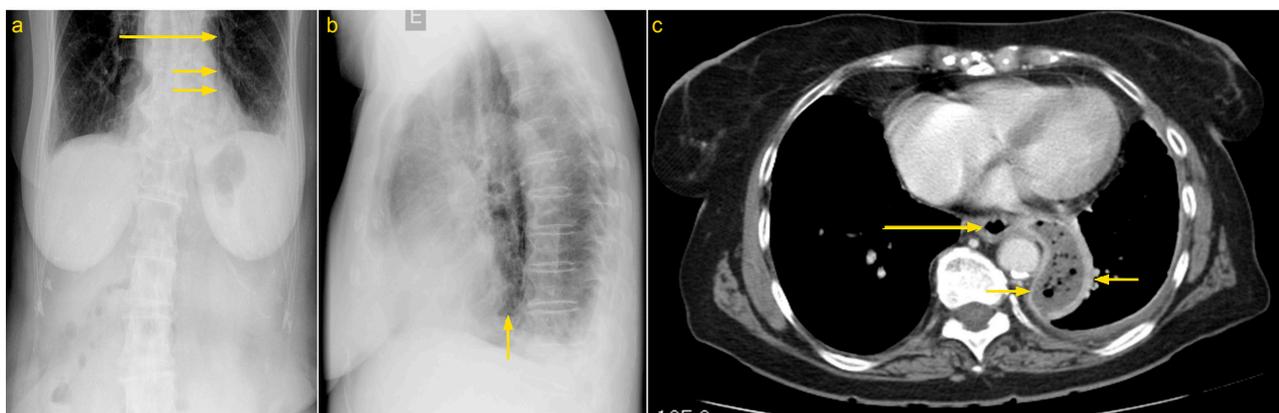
a) Radiografia do abdómen em pé centrada no diafragma revelou discreta hiperlucência alongada verticalmente na vertente esquerda do mediastino (seta longa), projectando-se sobre a silhueta cardíaca (setas curtas), em relação com pneumomediastino. b) Radiografia do tórax de perfil com nível hidro-aéreo em topografia retro-cardíaca (seta curta) indicando a presença de pneumoperitónio complicado com conteúdo de natureza líquida sugerindo ruptura do esófago e abscesso. c) Tomografia computadorizada do tórax com colecção abcedada com conteúdo líquido e gasoso no mediastino (setas curtas), em contacto com a vertente lateral esquerda do 1/3 inferior do esófago (seta longa).
